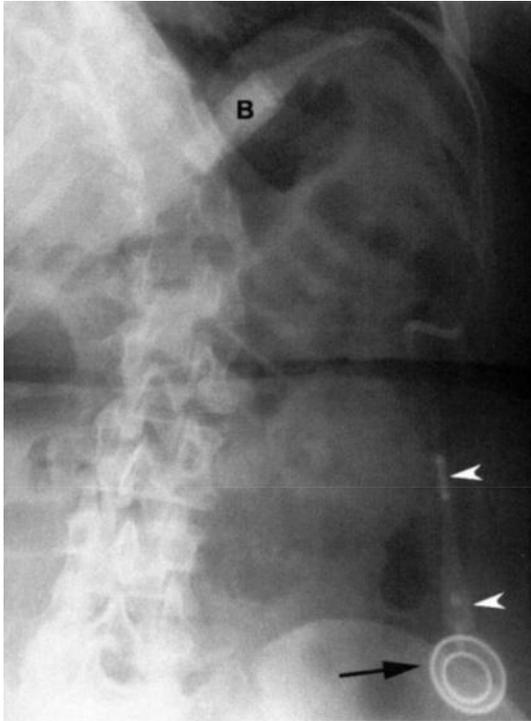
Переднезадняя рентгенограмма верхних отделов брюшной полости: белые стрелки указывают на ровное несмещенное положение соединительной трубки, признаки ее угловой деформации отсутствуют. Черной стрелкой показано расположение порта, в данном случае его можно считать идеальным
